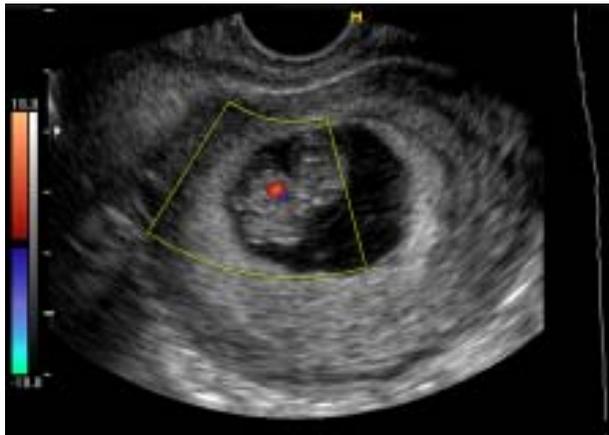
En ultrasonografía transvaginal, 9.3 semanas de amenorrea, (LCN: 21 mm), se observa con Doppler color imagen de corazón desplazado fuera de cavidad torácica.
